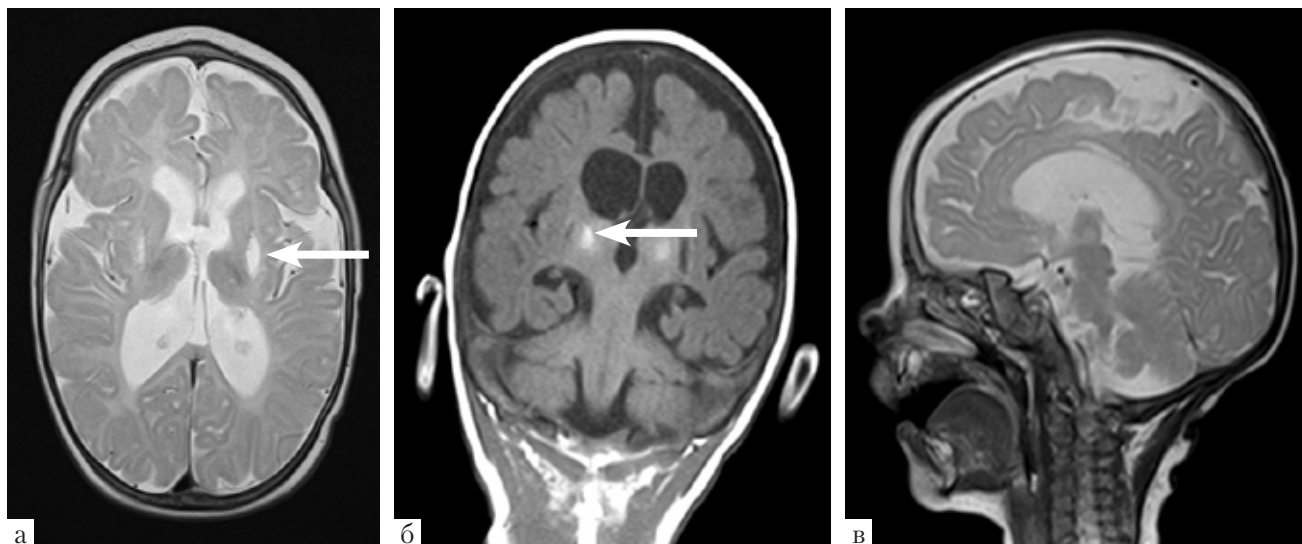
МРТ головного мозга ребенка 5 мес. Синдром Отахара. Кистозно-атрофические изменения вещества головного мозга, кистозные поражения базальных ядер (стрелка), гидроцефалия: а – Т2-ВИ, б – Т1-ВИ, в – Т2-ВИ)
